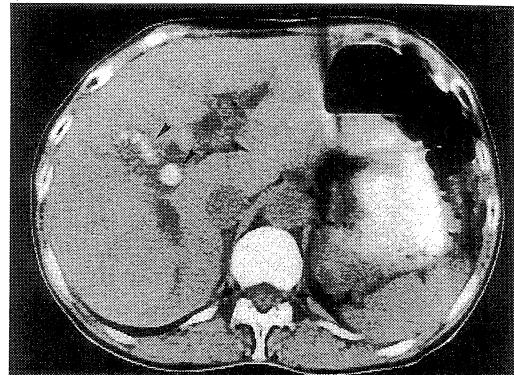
Computed tomography scan of the liver; showing dilated intrahepatic bile ducts with many high density mass.
